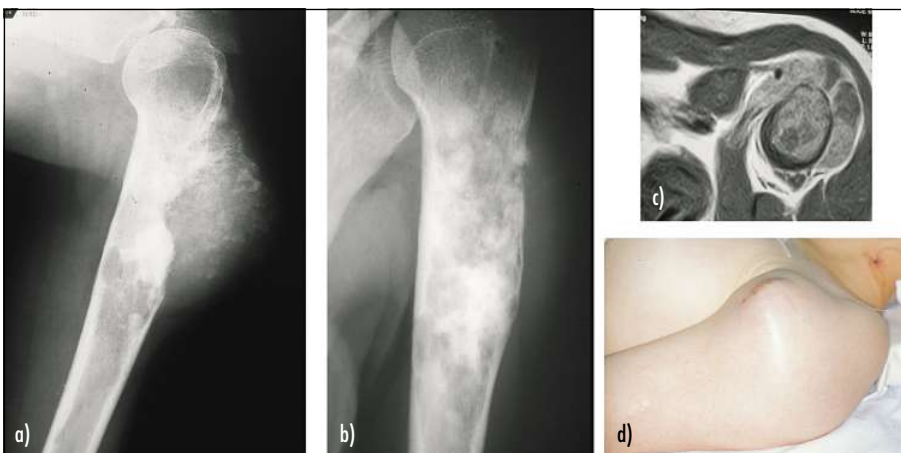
Zentrales osteoblastisches Osteosarkom des proximalen Humerus bei einer 23-jährigen Patientin; Röntgenbild vor (a) und nach (b) der neoadjuvanten Chemotherapie; der Weichteilanteil – im MRT (c) und klinisches Bild mit Biopsienarbe vor der Resektion (d) – kann oft erheblich sein
